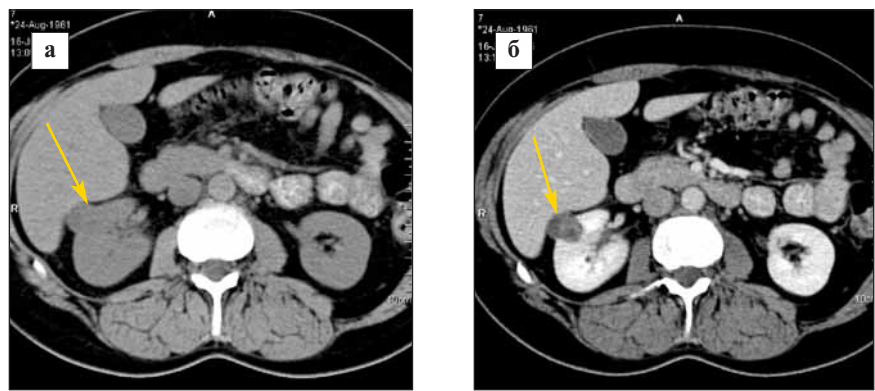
МСКТ, нативная (а) и венозная (б) фазы. Исходная картина перед оперативным лечением.
